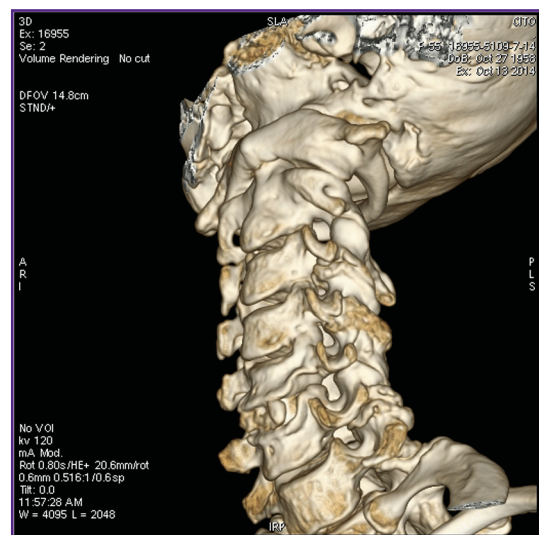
МСКТ: трехмерная реконструкция изображения; визуализируются стенозы межпозвоночных отверстий C_{III}-C_{IV}, C_{IV}-C_V слева; вид сбоку
